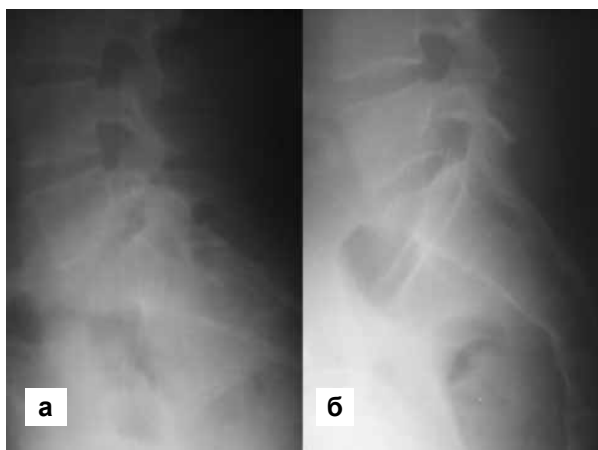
рентгенологическая картина положения крестца
